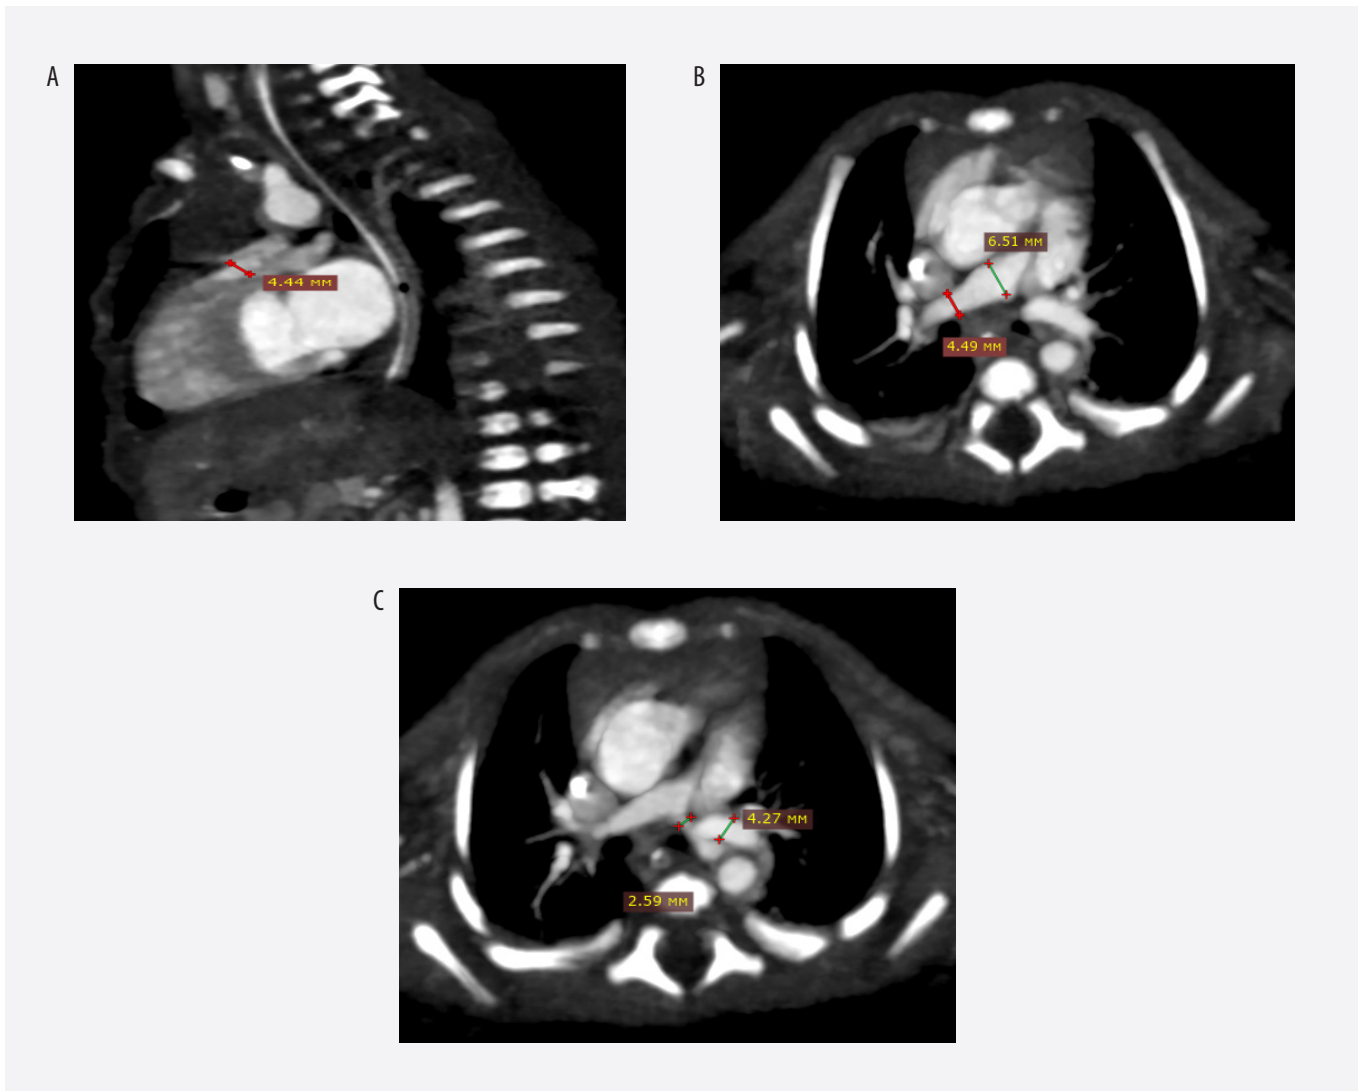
Тот же пациент, что и на рисунке 1, 6 дней. Предоперационная морфометрия системы легочной артерии методом КТ сердца.
